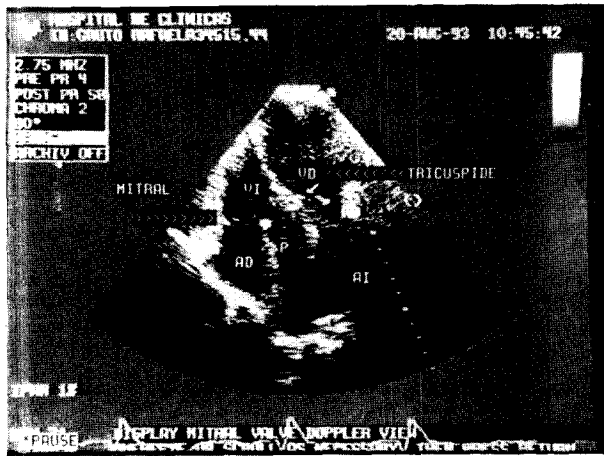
Ecocardiograma*. Plano de cuatro cámaras desde el ápex donde se observa que la arteria pulmonar emerge de un ventrículo anatómicamente izquierdo en posición derecha y la aorta lo hace desde el ventrículo anatómicamente derecho (vasos lado a lado). AD, aurícula derecha; AI, aurícula izquierda; AO, aorta; P, pulmonar; VD, ventrículo derecho; VI, ventrículo izquierdo.
